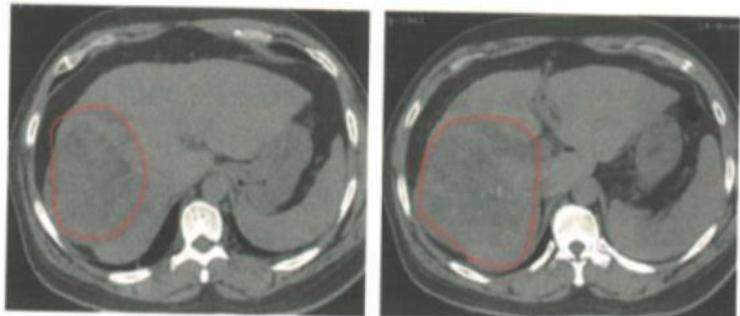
2016年11月16日台湾林口××医院CT（平扫）（No18131）：肝右叶巨大占位性病变，边缘不整，周围有子灶；门静脉癌栓
